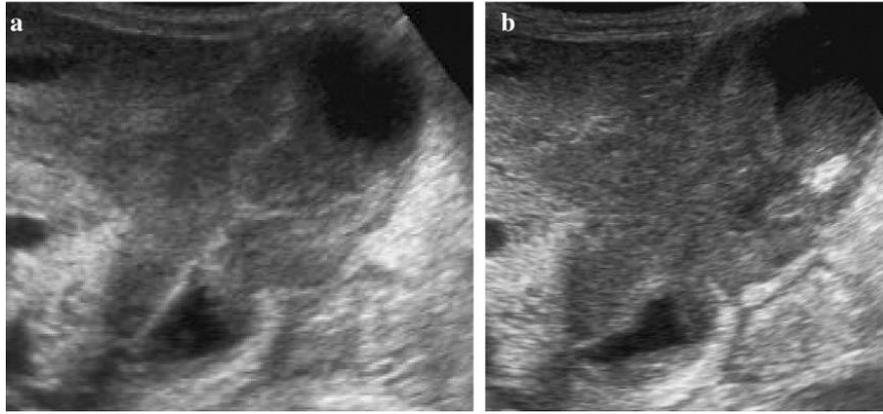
Carcinoma de vesícula biliar. La pared hipoecoica está irregularmente engrosada y muestra ruptura de la capa hiperecoica más externa (b). Imagen obtenida de Miyoshi et al: B-mode ultrasonographic diagnosis in gallbladder wall thickening
